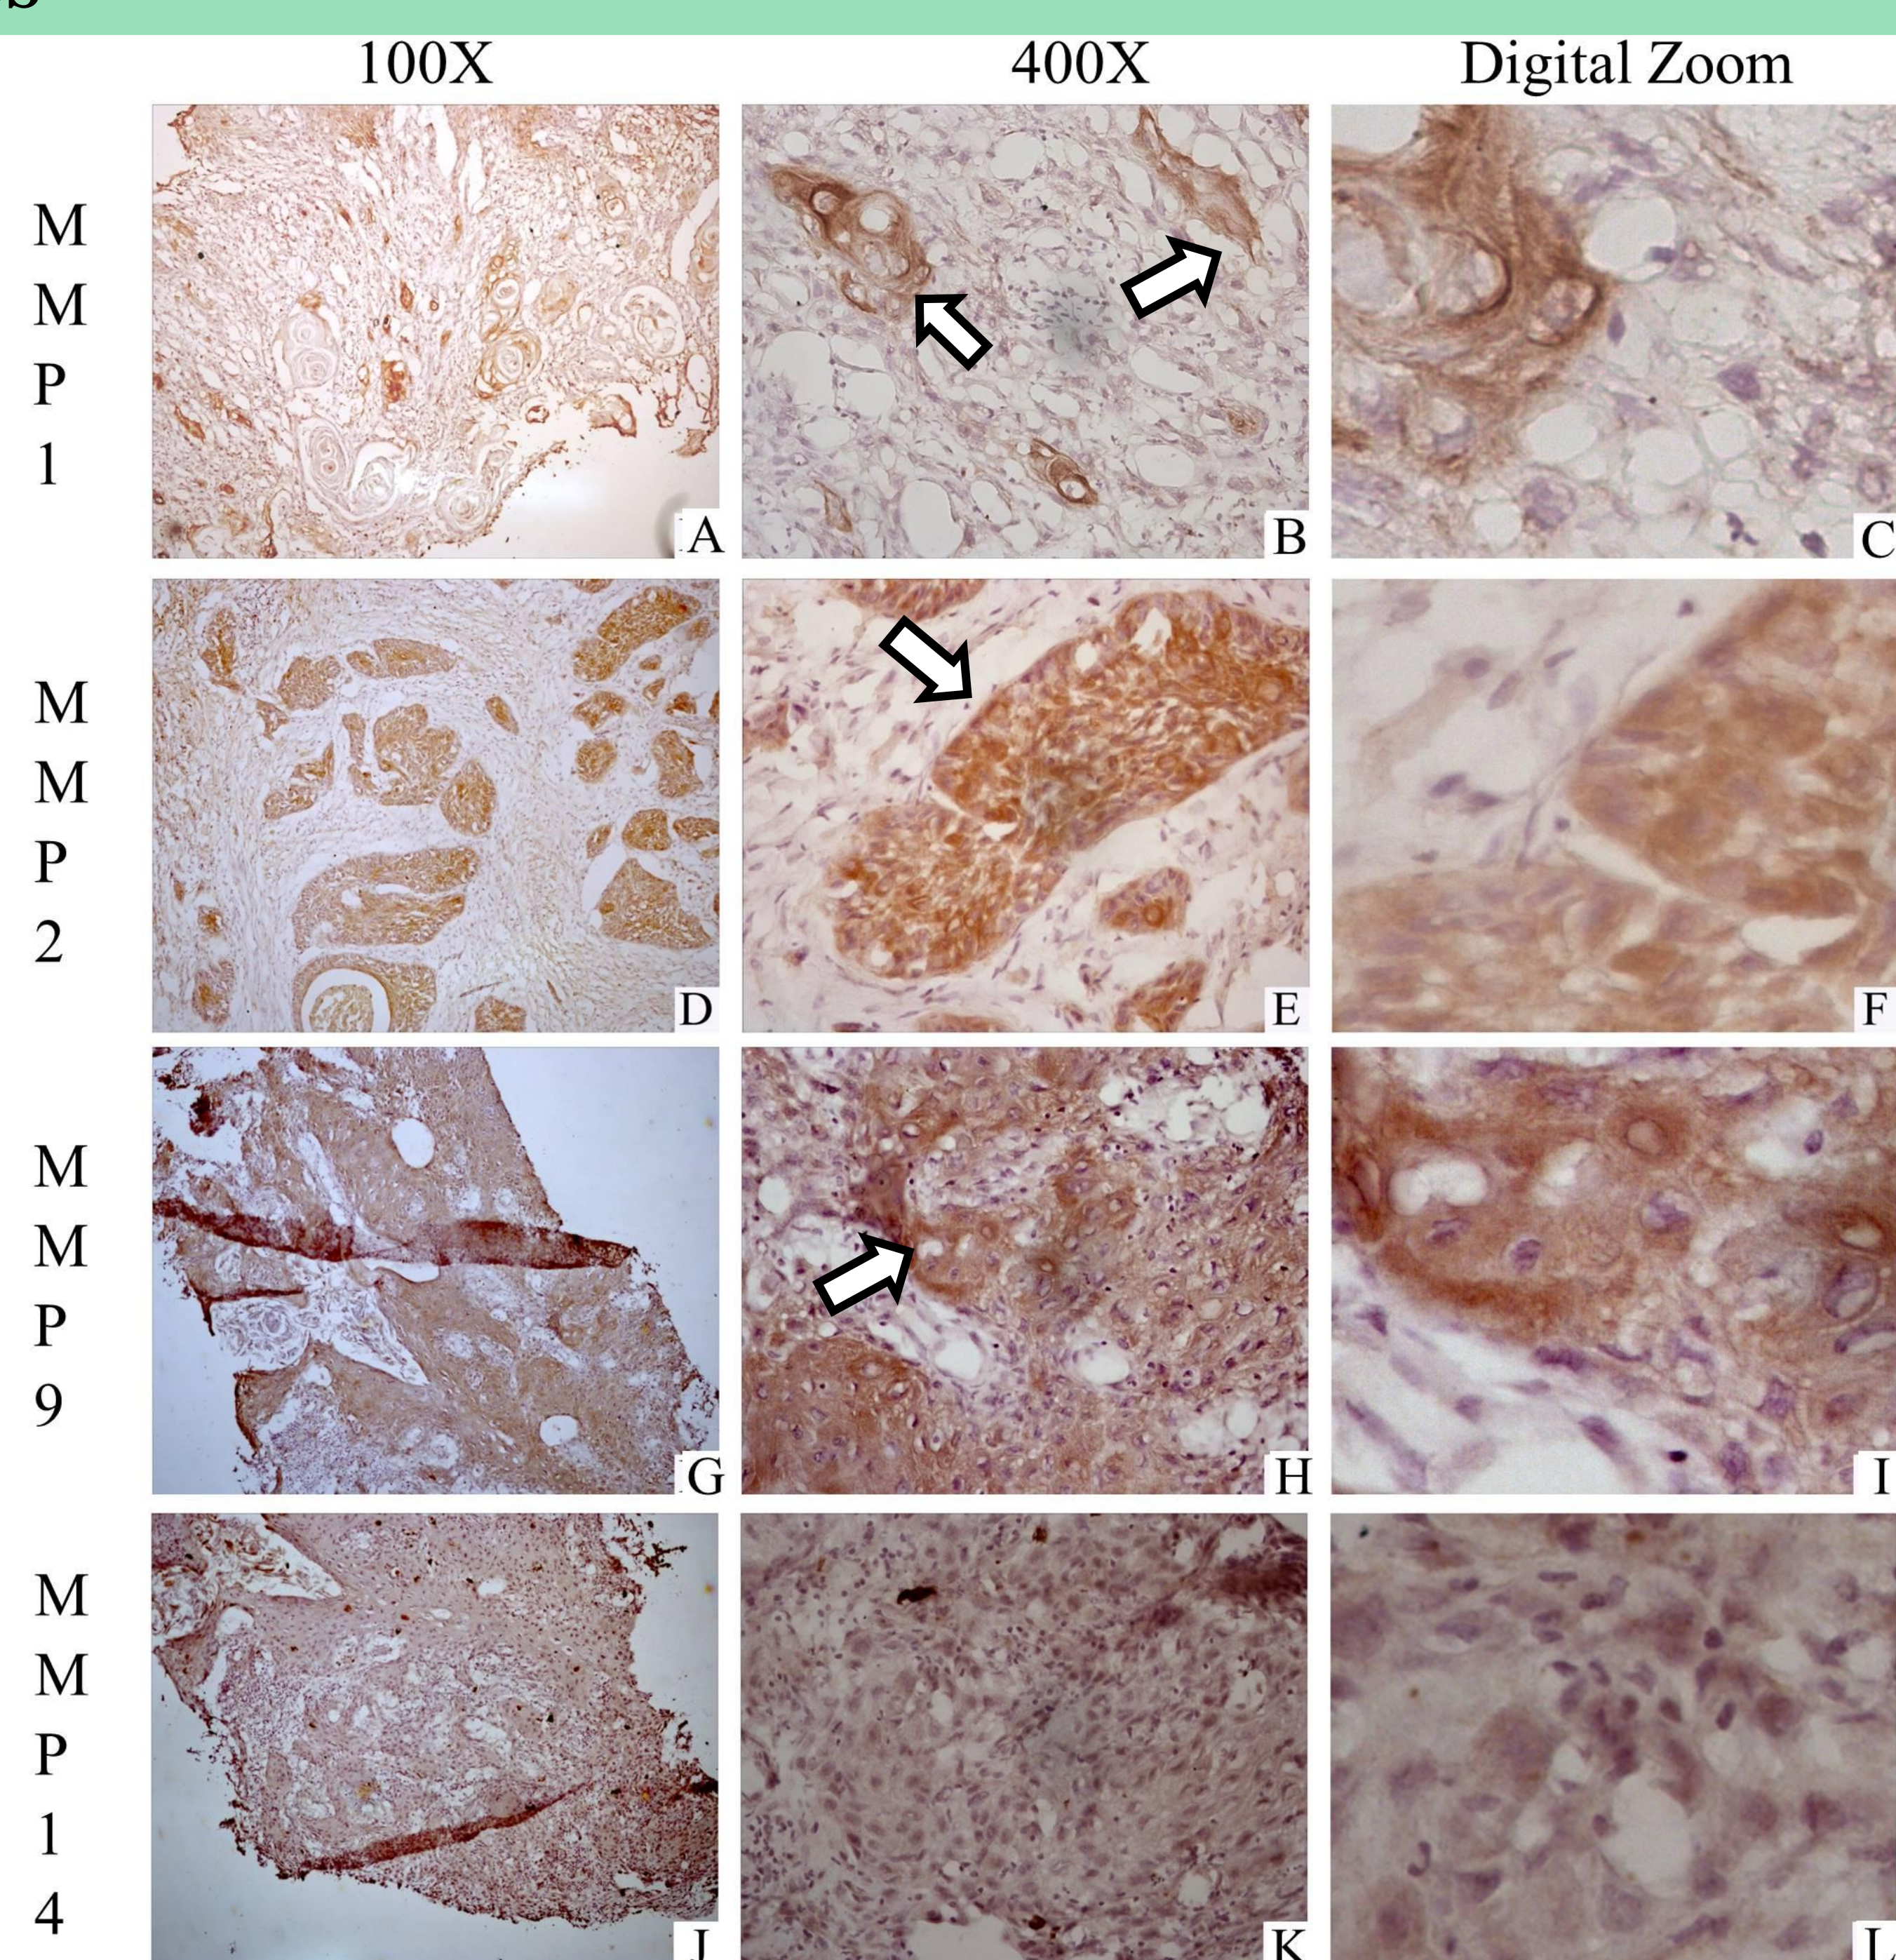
Marcação imuno – histoquímica para a região de centro de tumor (CT) – Marcação para MMP-1 apenas em pequenas ilhas tumorais (A, B e C); Marcação para MMP-2 foi intensa no centro das ilhas tumorais (D, E e F); Marcação para MMP-9 foi maior na periferia das ilhas tumorais (G, H e I); Marcação para MMP-14 mais acentuada no centro das ilhas tumorais, assim como a MMP-2.
